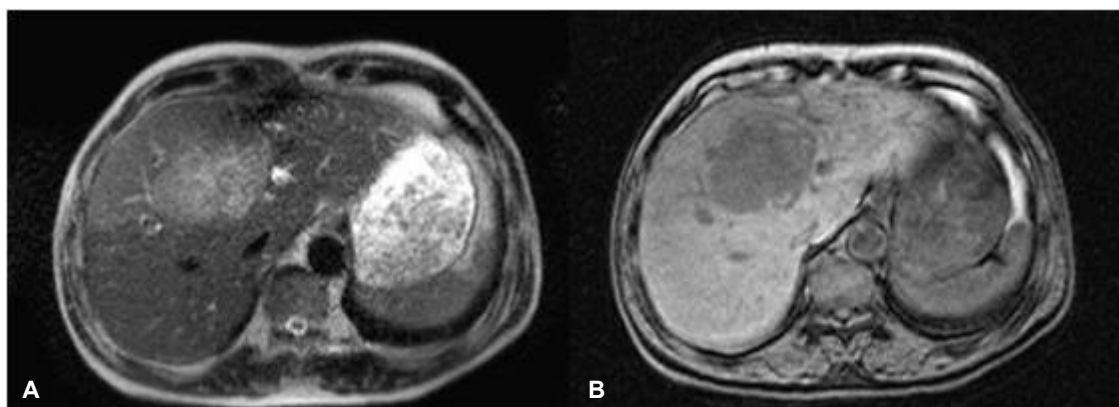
Abdominal magnetic resonance imaging showed an 8-cm solid-appearing mass in liver segments IV-VIII. The mass appeared to be malignant, but could not be differentiated from cholangiocarcinoma, metastasis, or hepatocellular carcinoma (A, B).
